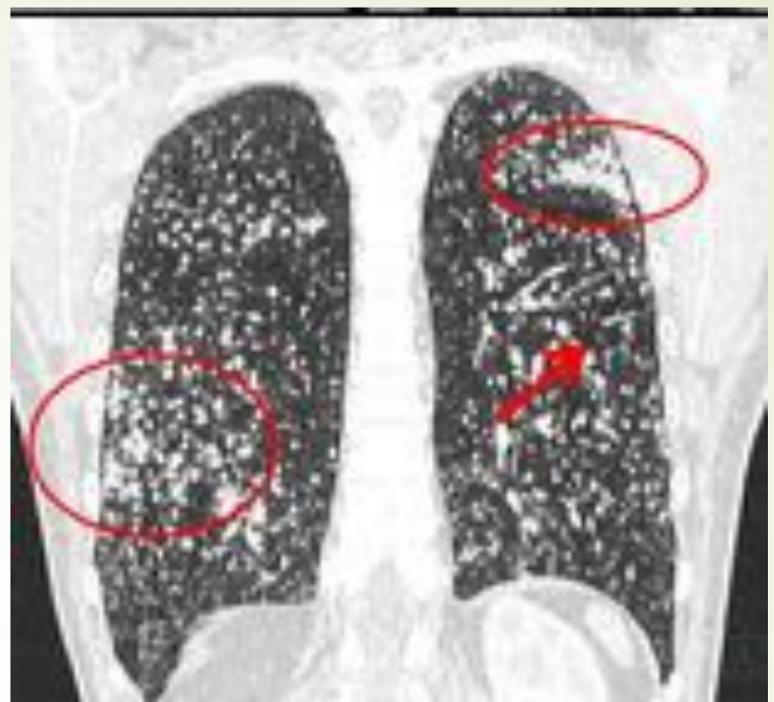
Control evolutivo 5 años más tarde. Hallazgos similares a radiografía previa con patrón micronodular difuso, bilateral y simétrico, aunque con aumento del número y tamaño de los nódulos. Confluencia de muchos de estos nódulos a nivel subpleural formando pseudoplasmas. Múltiples adenopatías mediastínicas e hiliares bilaterales, algunas de ellas con calcificación puntiforme en su interior. Compatibles con silicosis crónica simple.
